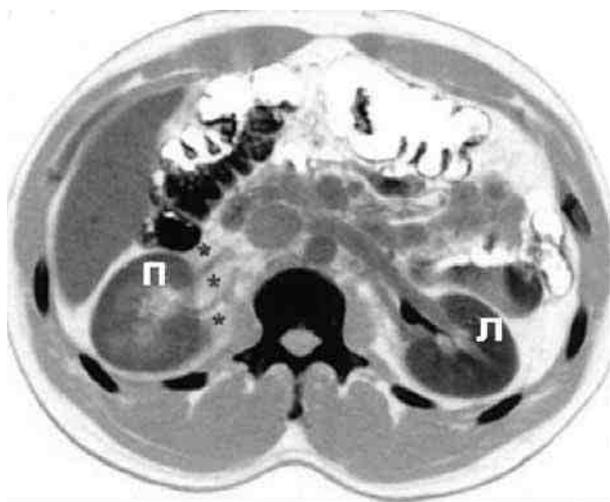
Компьютерная томограмма. Вторичные признаки острой обструкции верхних мочевых путей слева (увеличение левой почки в размерах, гидронефротическая трансформация)
